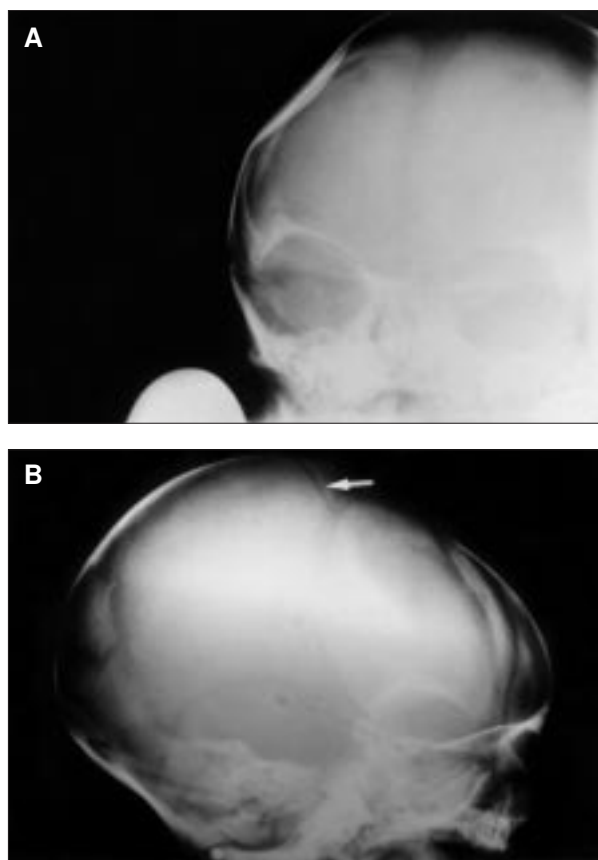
A) Radiografía frontal de cráneo en la que se observa el hundimiento parietal derecho. B) Radiografía lateral de cráneo. La flecha señala la línea de fractura en hueso parietal.
